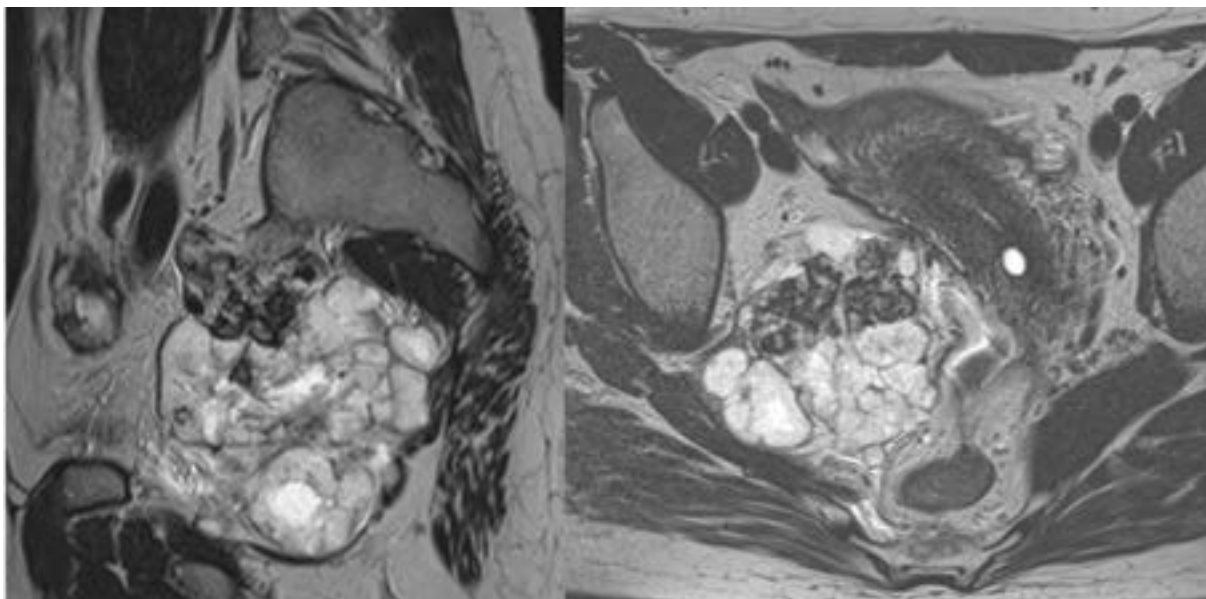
МРТ, T2 tse зображення, сагітальна та аксіальна площини. Візуалізується крупний хрящовий компонент, що поширюється у порожину таза, з мас-ефектом на його структури
